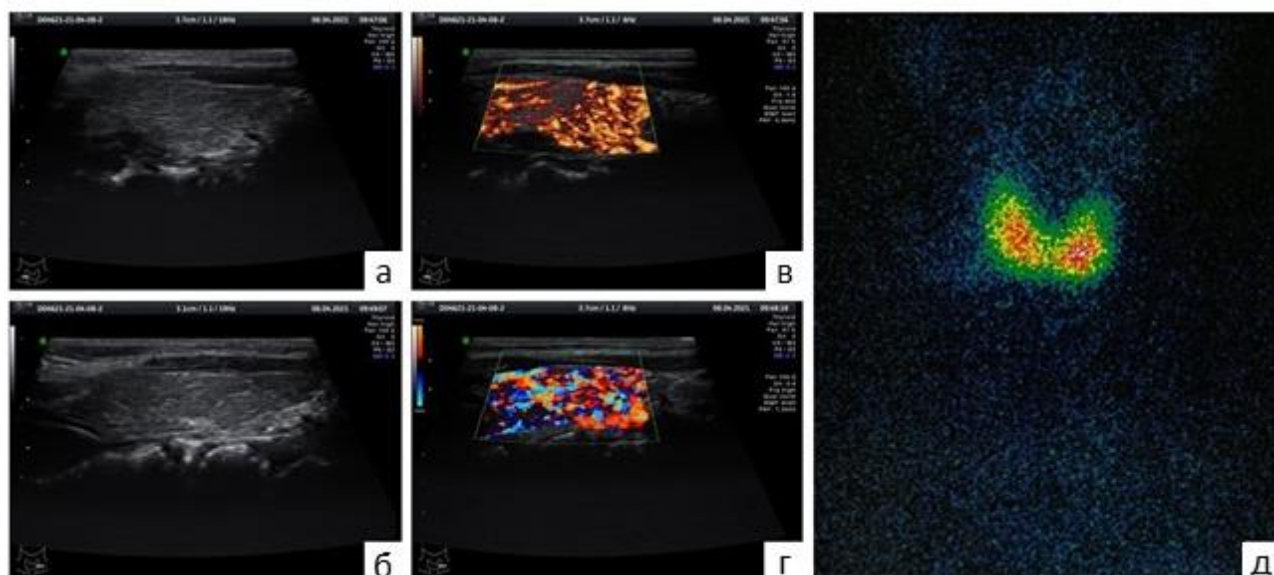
Щитовидная железа в типичном месте у пациентки 13 лет по данным: УЗИ в продольной проекции (а, б), УЗИ с применением ЭДК (в), УЗИ с применением ЦДК (г) и сцинтиграфии с ^{99m}Tc-пертехнетат в планарном режиме (д)
